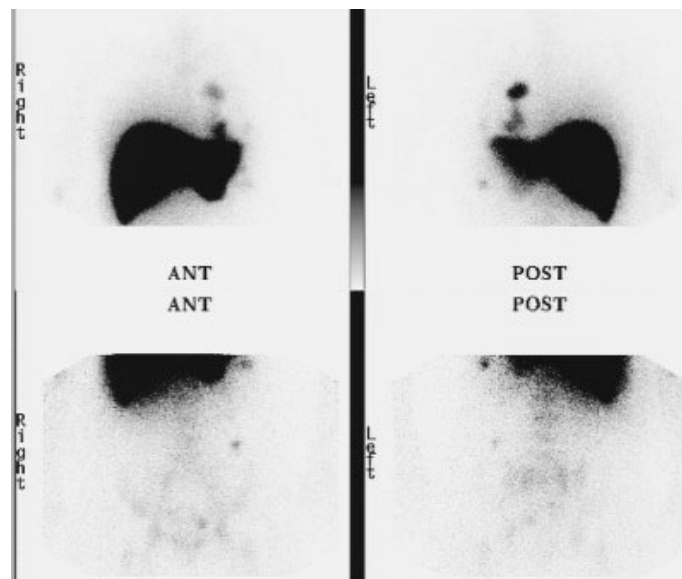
$^{99m}\text{Tc}$ -スズクロイドシンチグラフィー. 図3, 4で認められた左肺の前後の胸壁腫瘤, 心膜腫瘤, 左上腹部腫瘤に一致して取り込みを認める. また当初 CT 画像で気づかなかった骨盤腔にも取り込みが認められた.
